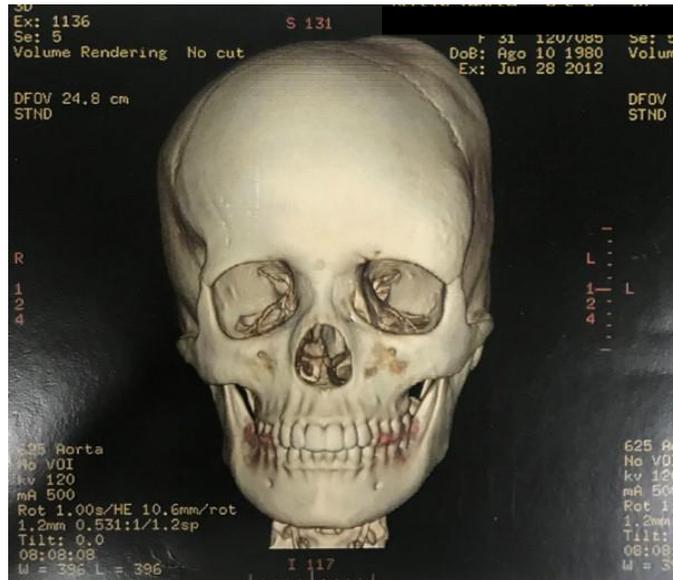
Vista frontal de reconstrução em 3D da tomografia computadorizada demonstrando aumento de volume ósseo nos ossos frontal e parietal esquerdos.
